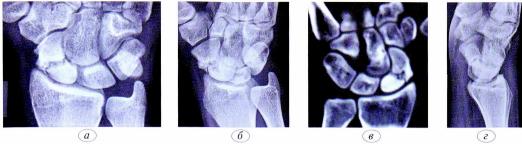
Нациент K., 19 дет. Диагном ложный сустав дальевидной кости правой кисти. a = рештгенограмма в примой проекции; $\delta = \text{рештгенограмма}$ в $\frac{3}{2}$; $\theta = \text{рештгенограмма}$ в боховой проекции; $\epsilon = \text{компьютерная}$ томография.
